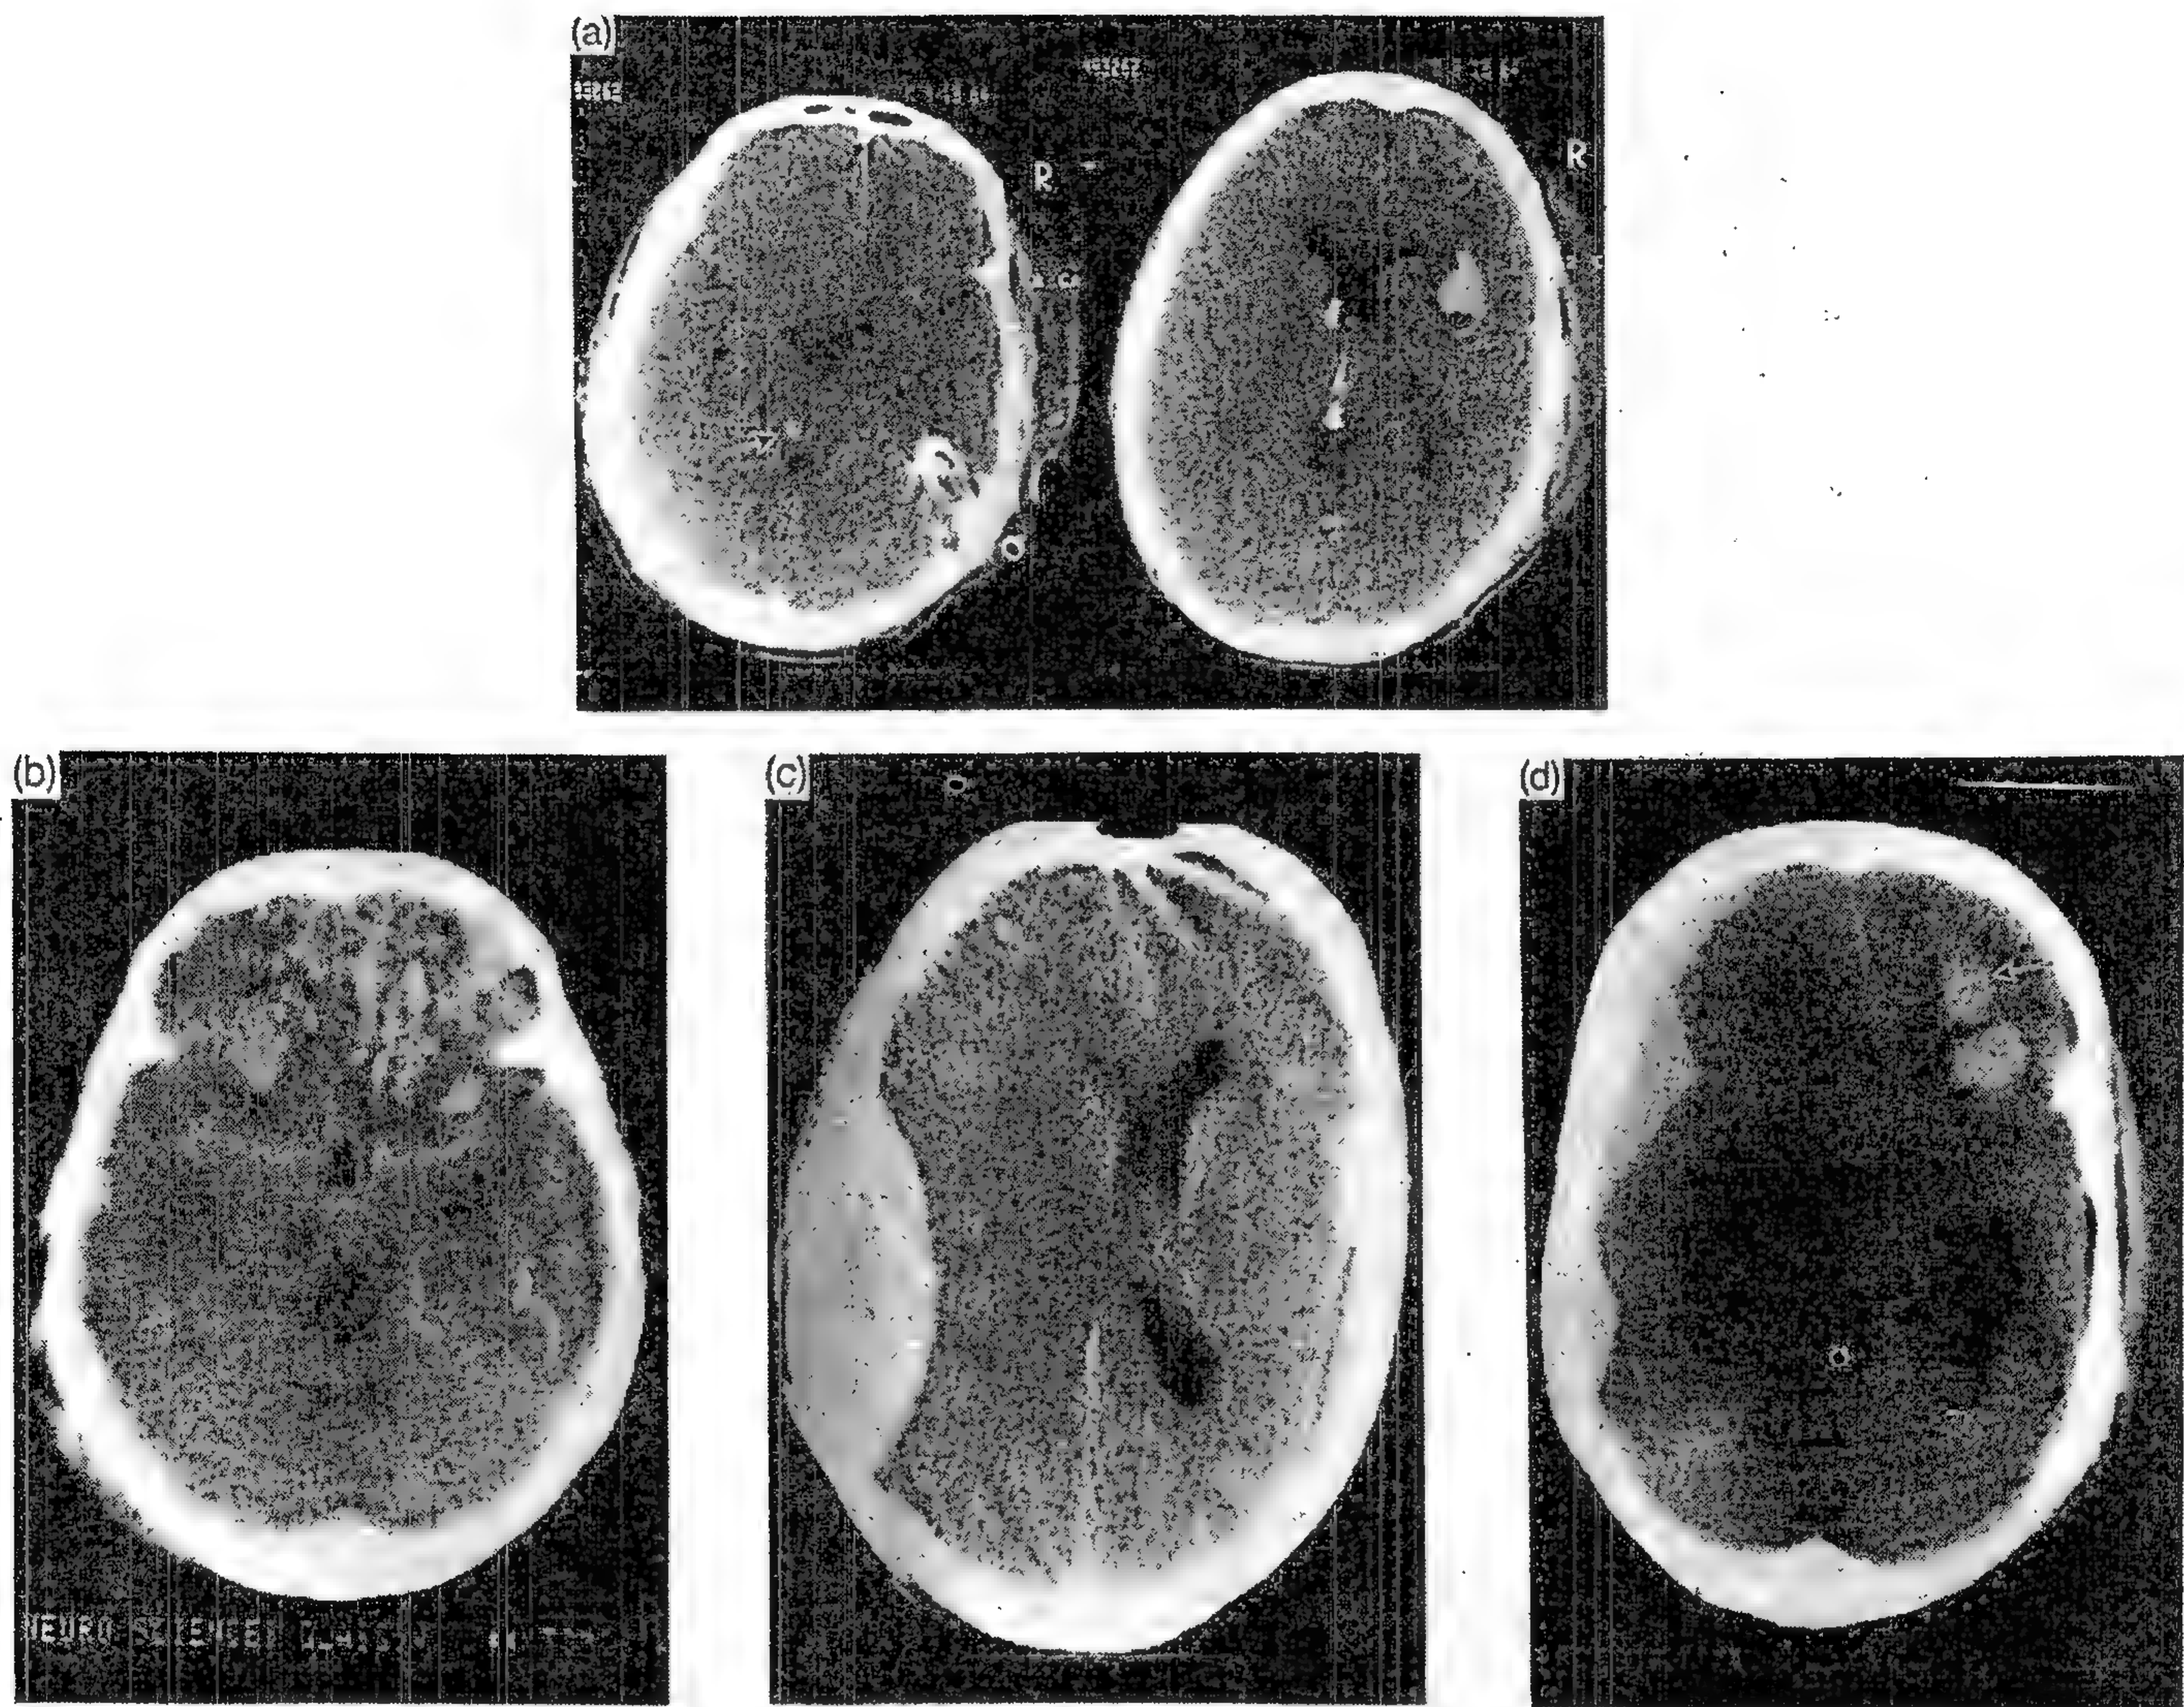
Imagini CT de traumatisme craniocerebrale: *a* - zonă mică de sângerare (leziune albă) în ganglionii bazali și trunchi (săgeată) la un pacient cu leziuni axonale severe; *b* - contuzii corticale în lobii frontal și temporal; *c* - un hematom extradural; *d* - sângerare subdurală și intracerebrală (săgeată).
